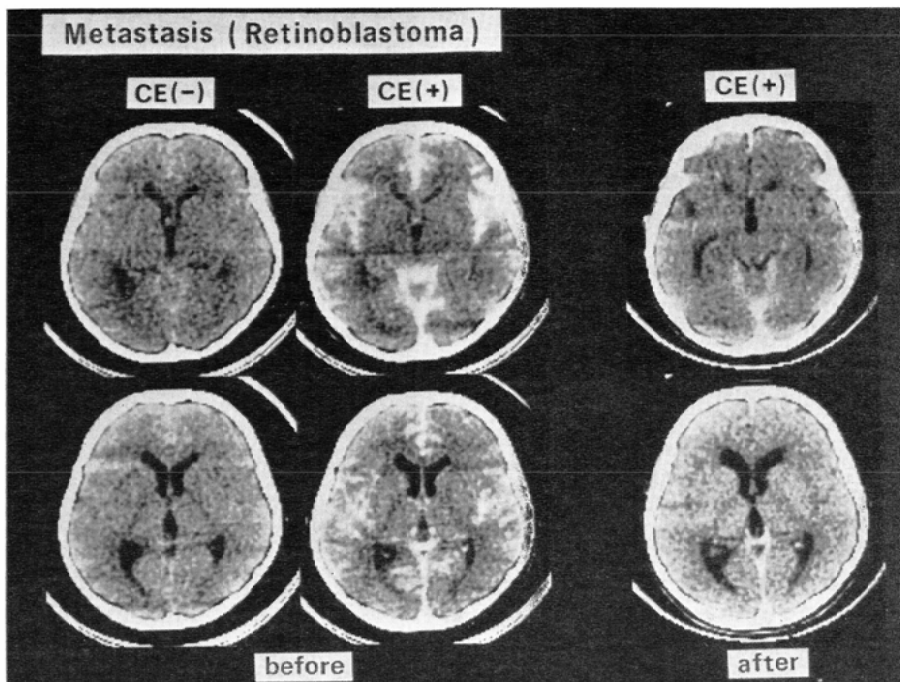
Metastasis of retinoblastoma in 6-year-old boy. The patient had been treated for retinoblastoma of the right eye by surgery and postoperative radiation 1.5 years previously. CT scans after contrast injection (CE+) demonstrate enhanced tumor seeding in the subarachnoid space. On CT scans taken after irradiation (3100 rad), previously noted enhancement of subarachnoid tumor seeding is no longer seen. The lateral and third ventricles are slightly dilated.
